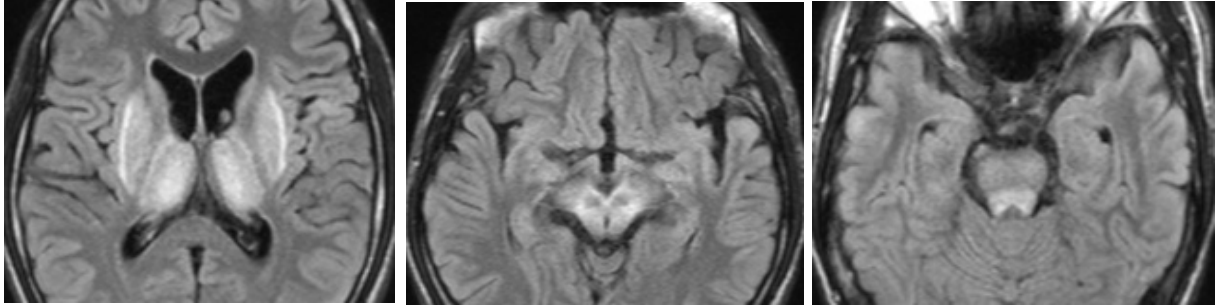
Coupes axiale d'une acquisition cérébrale par RMN en séquence T2-FLAIR. De gauche à droite : Hypersignaux simultanés des NGC ; Hypersignaux du tronc cérébral autour des noyaux rouges restés en hyposignal réalisant l'aspect de « face de Panda géant ». Hypersignal du tectum du mésencéphale (106).
